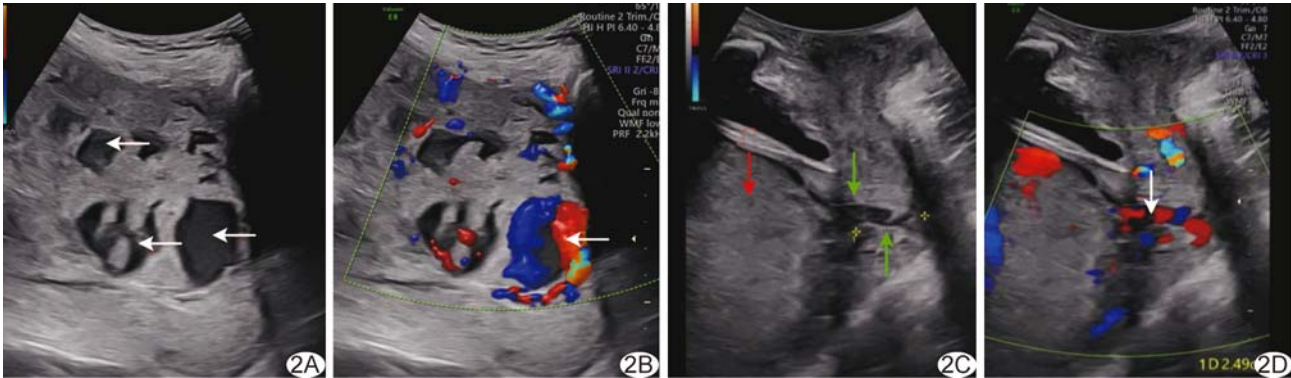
前置胎盘超声表现 A、B. 孕妇 33 岁,孕 32 周,二维声像图(A)示胎盘内陷窝(箭),CDFI(B)示动脉样血液流动呈沸水征(箭); C、D. 孕妇 35 岁,孕 34 周,二维声像图(C)式胎盘侵入宫颈(红箭示胎盘,绿箭示宫颈),宫颈管内无回声,CDFI(D)示丰富血流信号(箭)
